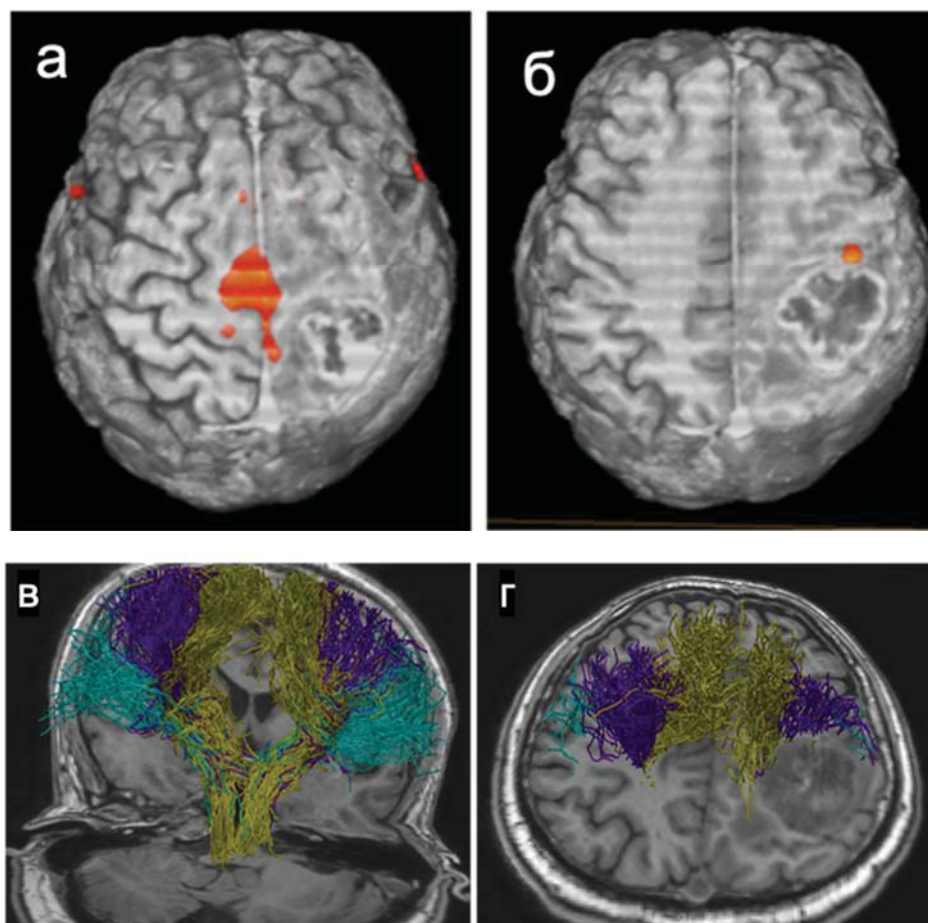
МРТ у пациента с внутримозговой опухолью правой теменной доли. Волокна КСТ прилегают к медиальному и переднему краям опухоли:
